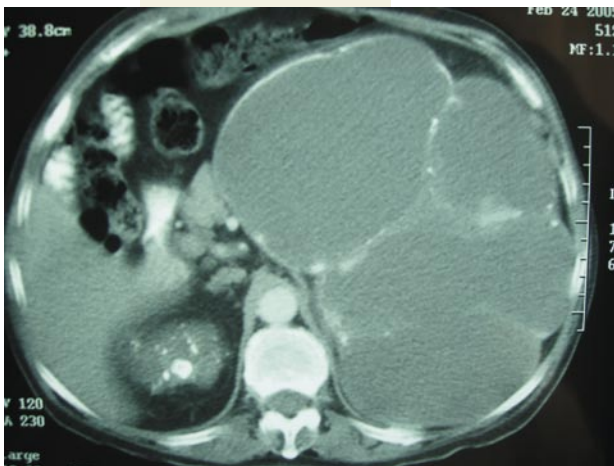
Tomografía Axial Computerizada.
